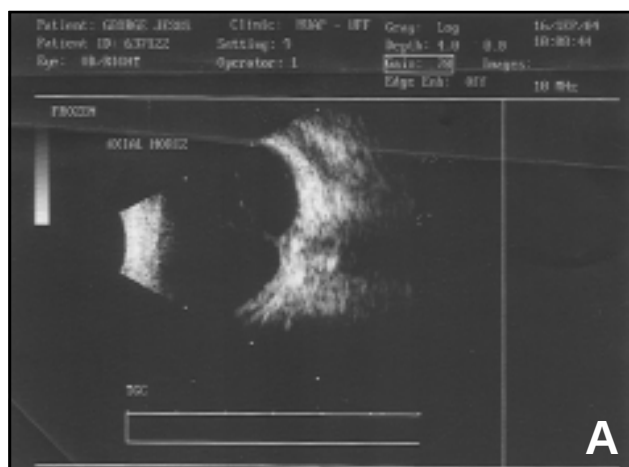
Ultrassonografia ocular modo B evidenciando estruturas nodulares no nervo óptico, de alta refletividade e com sombra acústica posterior
